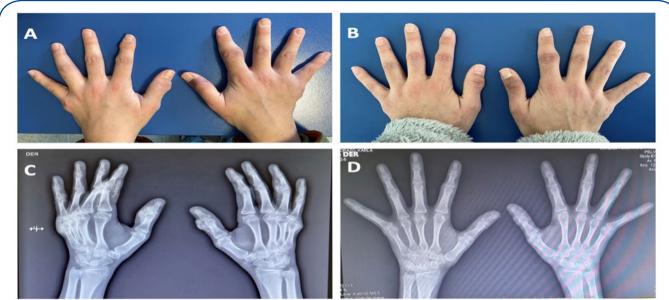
A y B) Calcificación extraósea pre y 3 meses después de recibir tiosulfato de sodio, respectivamente. C y D) Radiografía de calcificación extraósea pre y 3 meses después de recibir tiosulfato de sodio, respectivamente.
